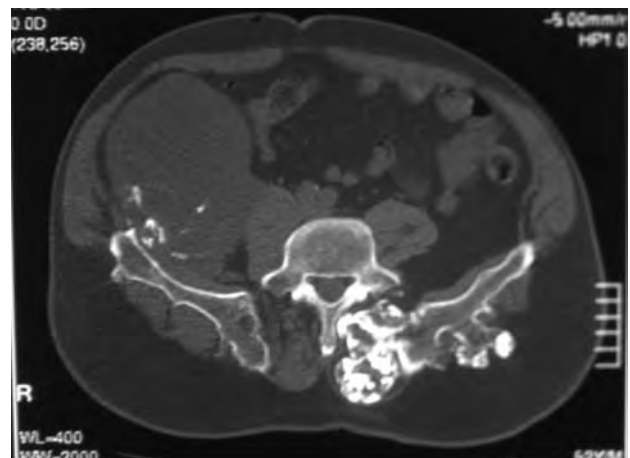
TC de pelvis on s'observen diversos osteocondromes i un condrosarcoma secundari a cresta ilíaca.
